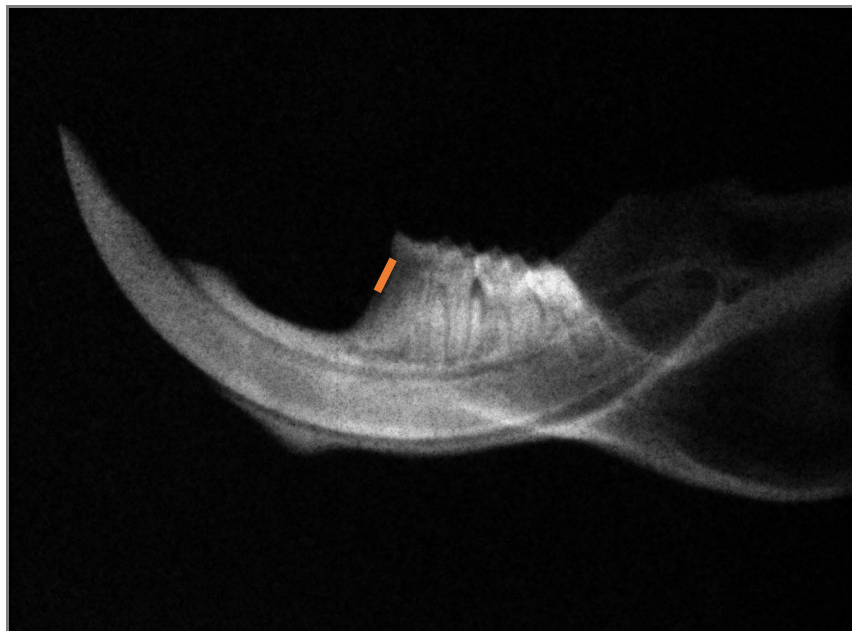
Foto da radiografia das hemi-mandíbula de ratos.
